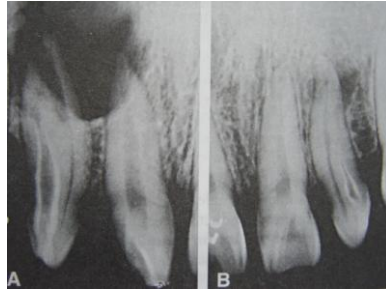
Radiografías de dens in dente bilateral, tipo III y II de Oehlers.
